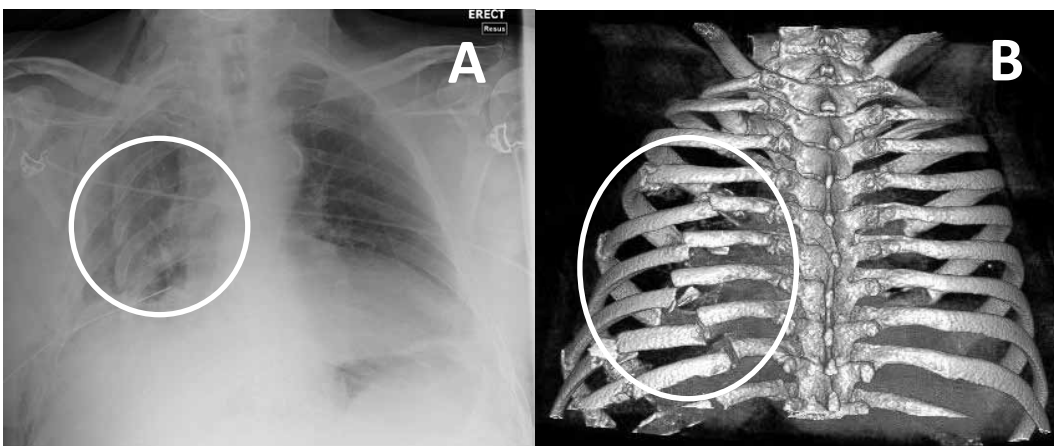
A- Radiografía simple de tórax: tórax inestable que resulta de múltiples fracturas costales desplazadas.
